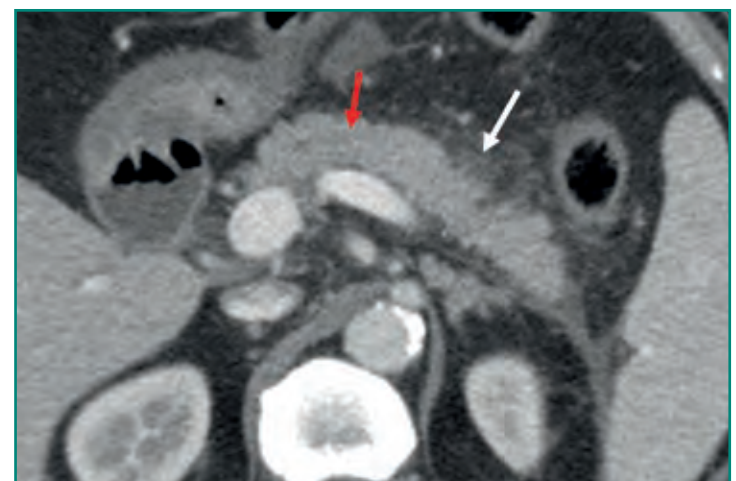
TC abdominal que demuestra signos de pancreatitis aguda edematosa intersticial con un engrosamiento del páncreas (flecha roja) e inflamación de la grasa peripancreática (flecha blanca).
